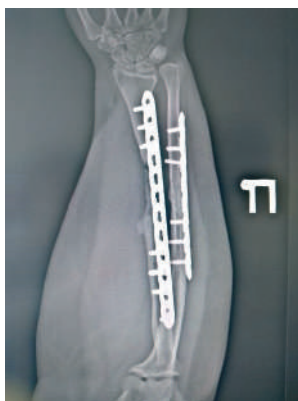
Рентгенография через 2 месяца после операции
